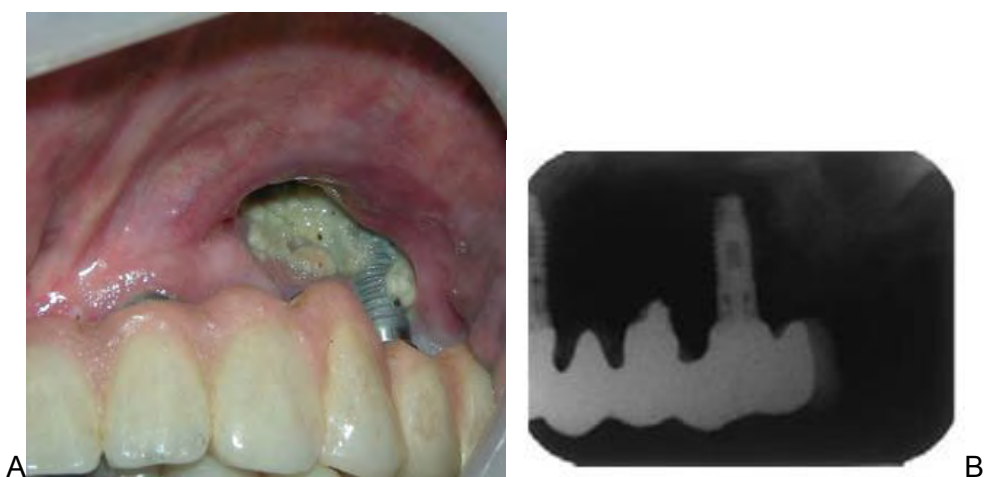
A) Hueso necrótico expuesto con drenaje purulento. B) Radiografías periapicales que presenta área de hueso necrótico alrededor del implante ⁴³.
